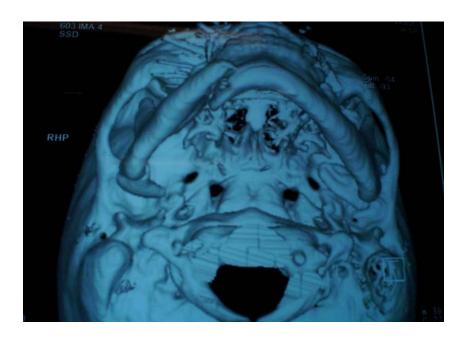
Tomografia computadorizada tridimensional da face, mostrando fraturas de região subcondilar bilateral, com desvio medial, e de região parassínfisária direita (fonte: casuística da autora).
